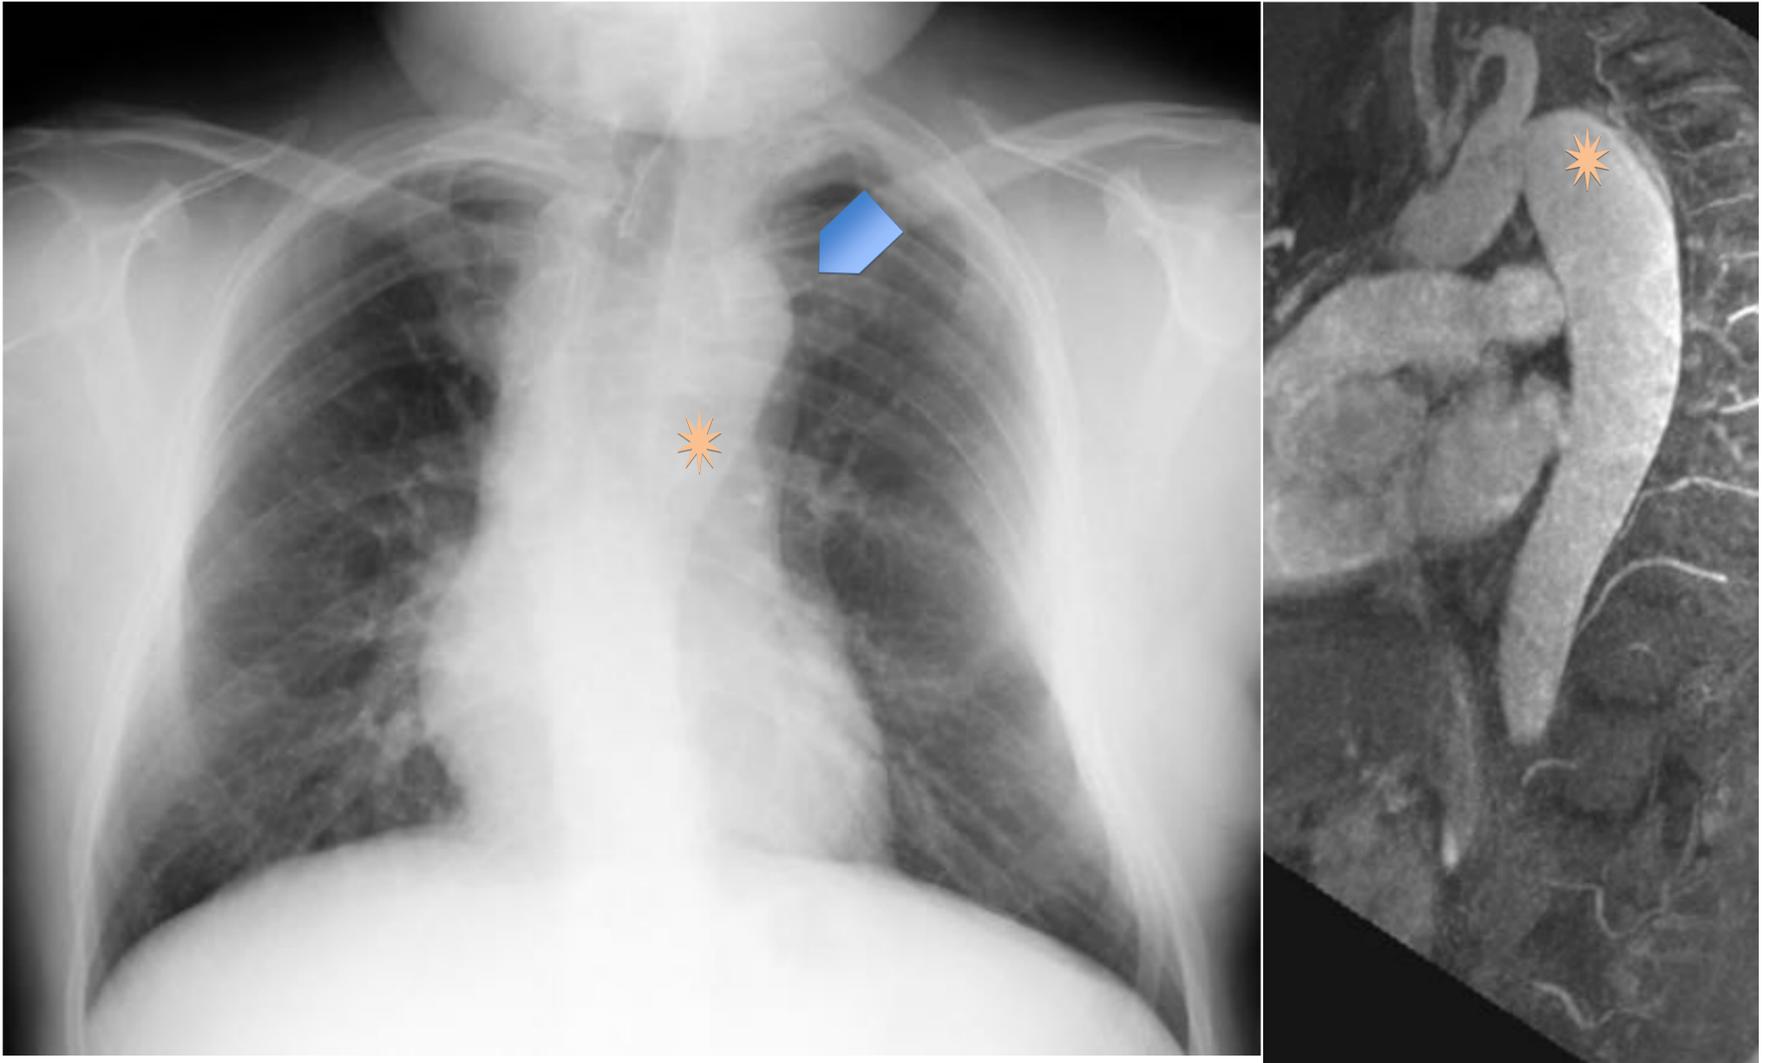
Coartación de aorta intervenida mediante aortoplastia con parche. Correlación Rx simple y corte sagital de RM. Se visualiza arco aórtico pequeño (flecha azul), con un cambio abrupto en su morfología y tamaño, que corresponde con la dilatación en el área donde se localiza el parche (asterisco).
